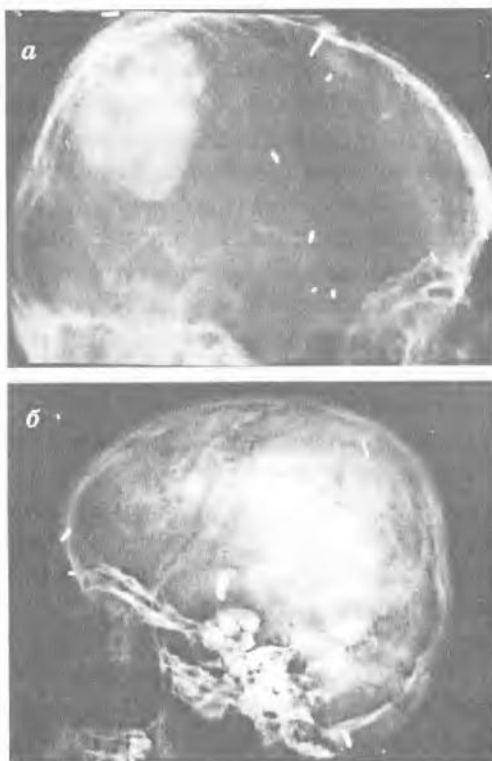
Прямые рентгенологические признаки опухолей головного мозга: *а* — обызвествление олигодендроглиомы теменной области; *б* — тератома головного мозга (наличие зачатков зубов)
